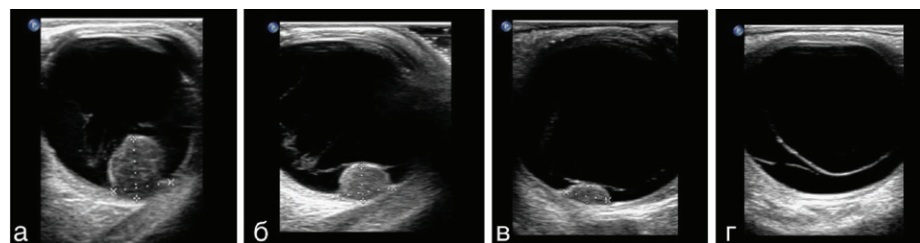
УЗИ правого глаза пациента О.: а — до лечения, б — через 3 месяца после комбинированного лечения, в — через 6 месяцев после комбинированного лечения, г — через 9 месяцев после комбинированного лечения
